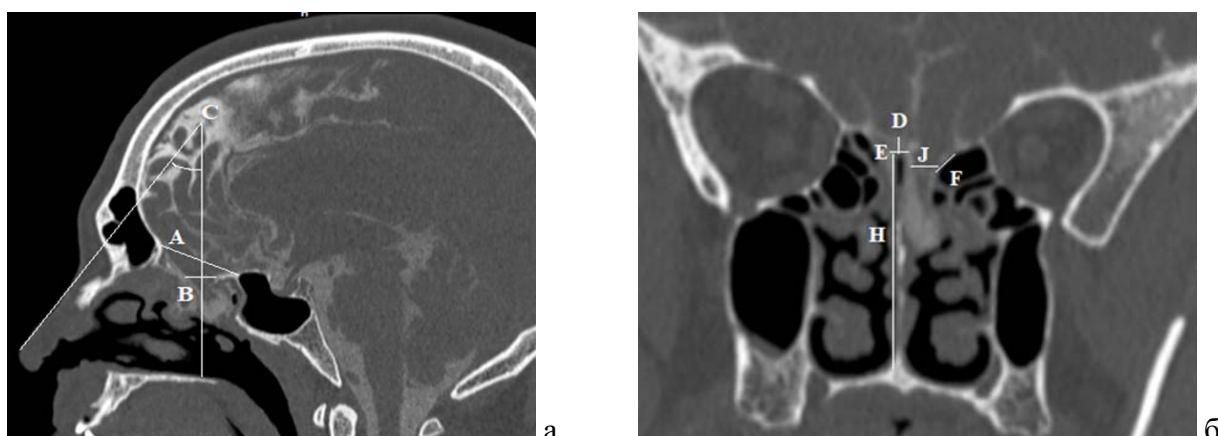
КТ-цистернография, а - сагиттальная плоскость: А – длина решетчатой пластинки, В - размер дефекта, С - угол между линией, проведенной через спинку носа и перпендикуляром, проведенным через центр дефекта ко дну полости носа; б- фронтальная плоскость: Д - глубина ольфакторной ямки, Е - ширина ольфакторной ямки, Ф - размер латеральной ламеллы, Ж - размер дефекта, Н - высота от дна полости носа до решетчатой пластинки
